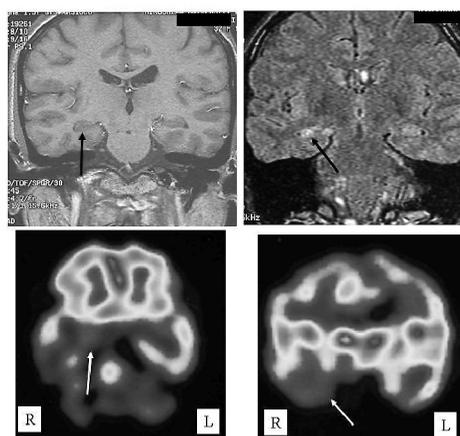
難治性側頭葉てんかん患者 (32歳女性) の画像所見。発作型は複雑部分てんかん (口部, 四肢の自動症)。上段左:冠状断MRI, 右海馬の萎縮が認められる (矢印), 上段右:冠状断MRI (FLAIR), 右海馬が高信号となっている (矢印)。下段左: SPECT水平断, 下段右: SPECT冠状断, 右側頭葉内側と下面に低血流領域が認められる (白矢印)。
